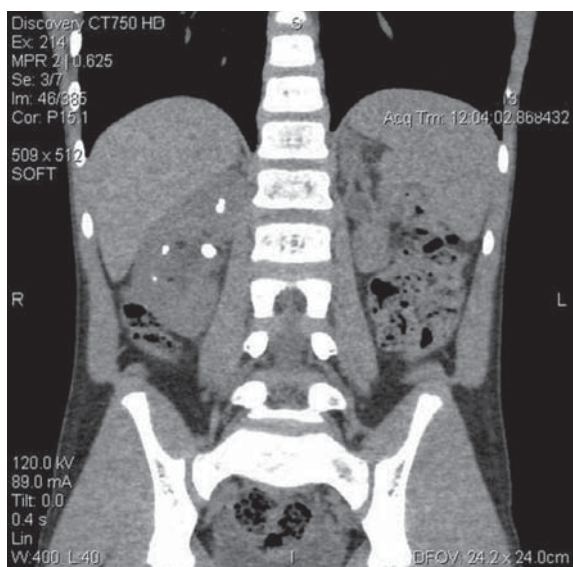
КТ-картина нефрокальциноза, конкремента правой почки
